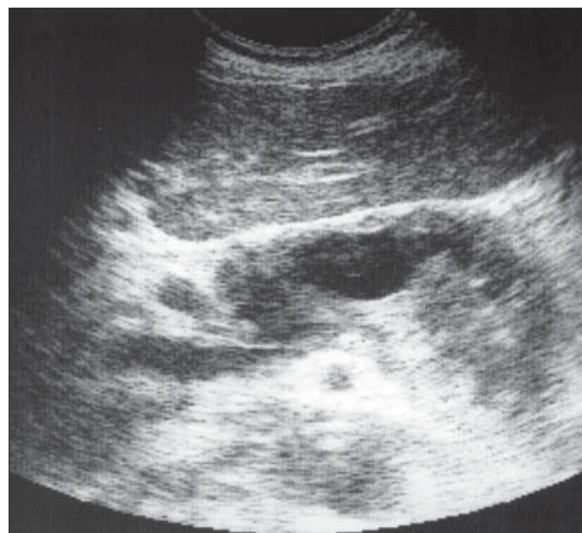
Pancreatită acută necrotico-hemoragică. Ecografie.
